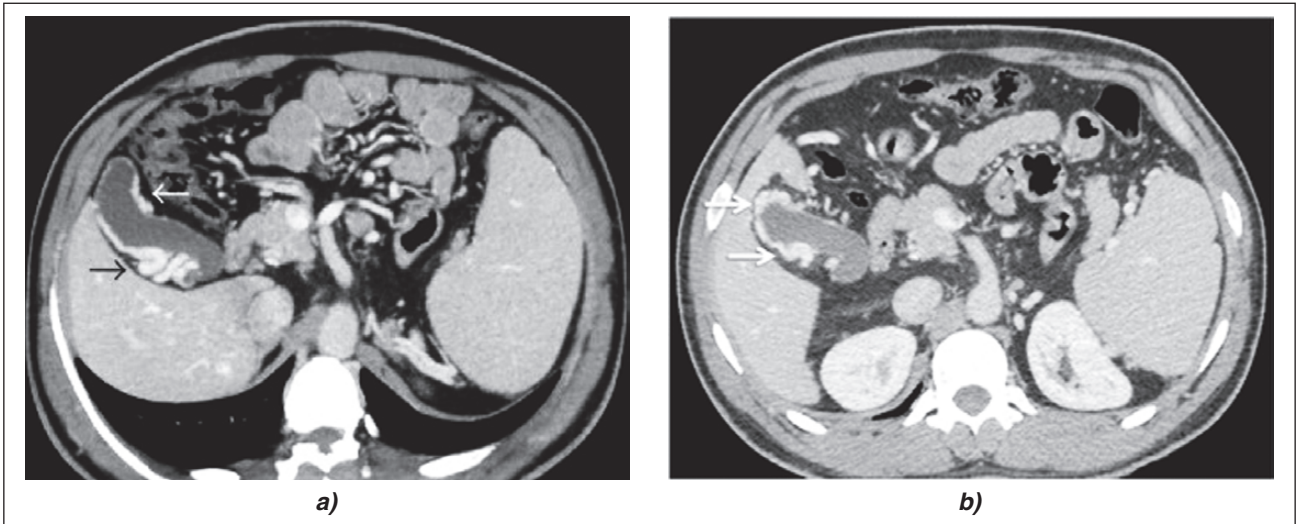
Контрастно-посилена КТ: численні периміхурові колатералі (стрілки): а) ([29], ліцензія CC BY-NC 4.0); б) ([21], з дозволу авторів)
